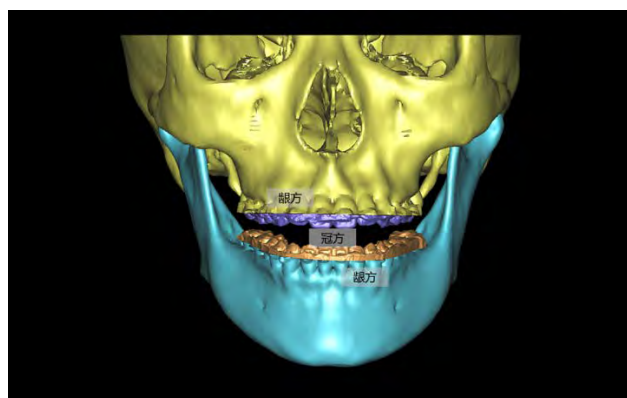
配准后的模型，托槽冠方区域使用光学扫描信息，龈方使用 CT 扫描信息
